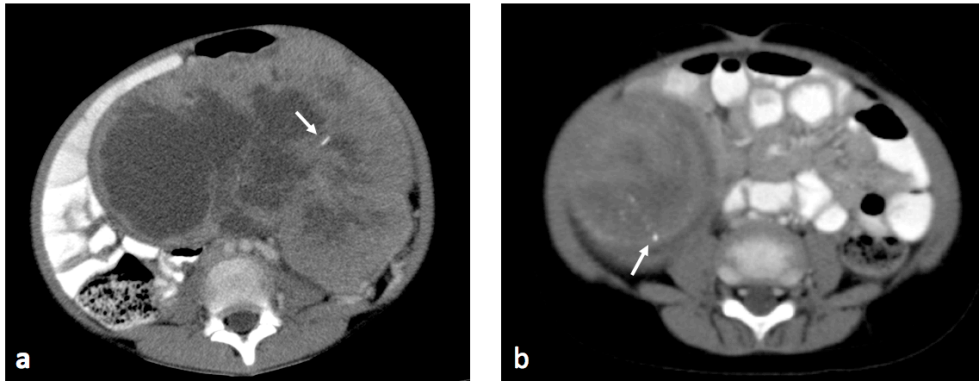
Pacientes masculino de 7 años (a) y femenino de 2 años (b) con diagnóstico patológico de tumor de Wilms favorable izquierdo y derecho respectivamente. Tomografías contrastadas de abdomen donde se observan calcificaciones finas al interior de las masas (flechas blancas).
